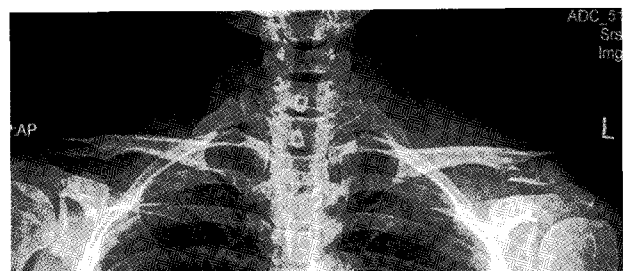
Preoperative x-ray shows a typical Neer type IIA distal clavicle fracture.
